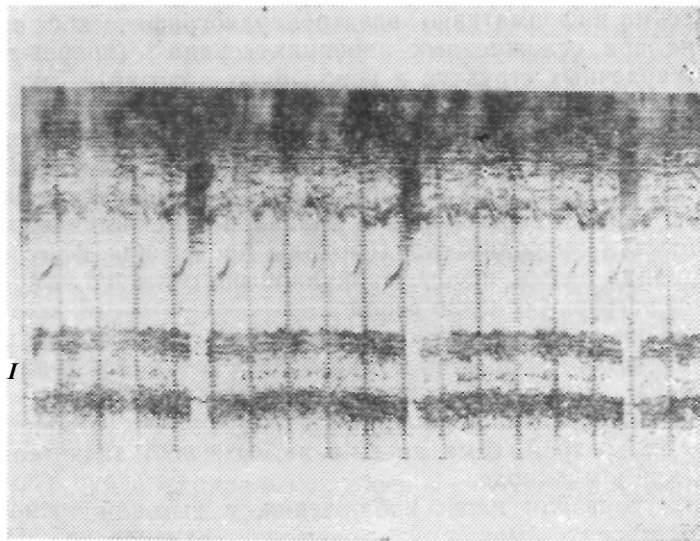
Эхокардиограмма при гемоперикарде (М — режим). Больной М, 22 лет
